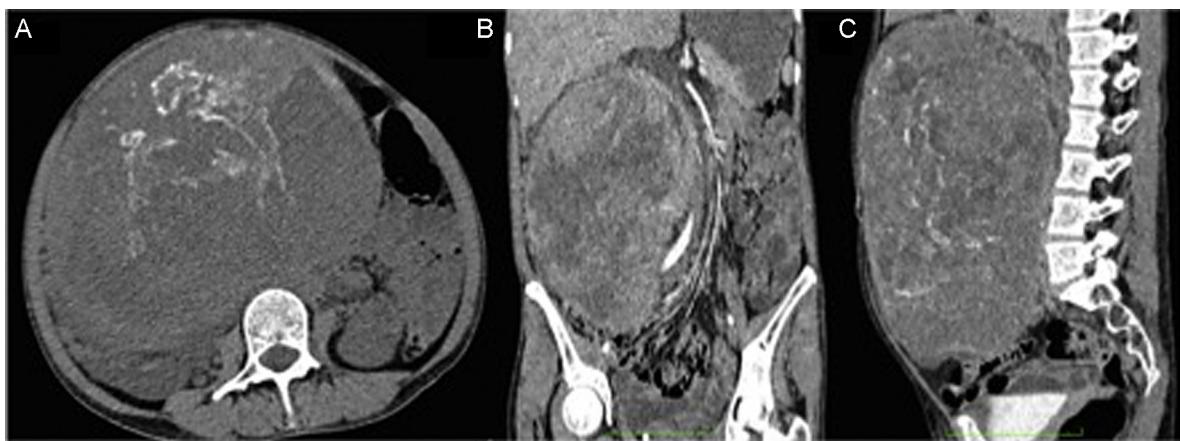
Tomografía contrastada de abdomen. A) Corte axial evidenciando diámetro tumoral. B) Corte coronal evidenciando desplazamiento de estructuras retroperitoneales. C) Corte sagital mostrando tumor que ocupa todo el espacio anteroposterior derecho.
